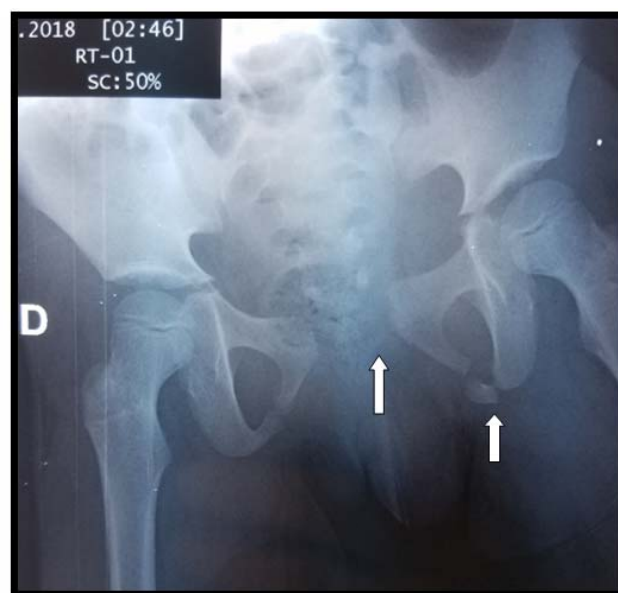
Radiographie du bassin objectivant une fracture de la branche ischio-pubienne gauche déplacée avec 3^{ème} fragment et disjonction de la symphyse pubienne chez une fille de 13 ans suite à un AVP.
